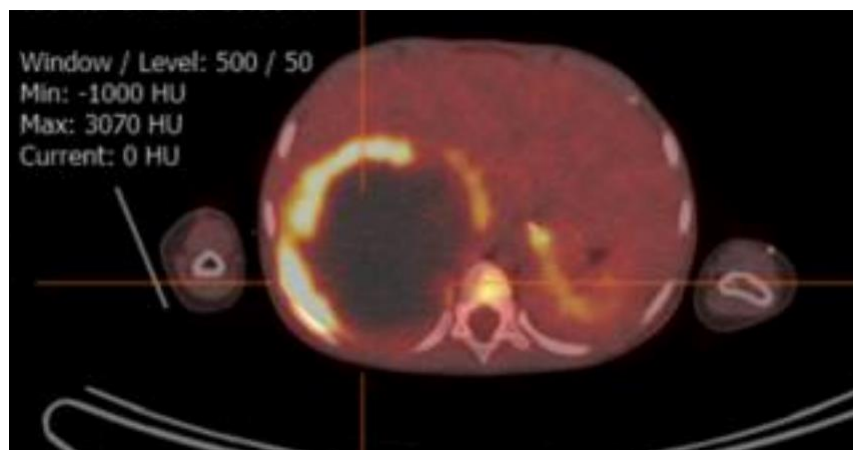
PET-TC con FDG del mismo paciente. Masa con halo hipermetabólico (SUV 4.7) y centro sin actividad que se corresponde con sangrado intratumoral. Adenopatías Mediales abdominales y activación de médula ósea (no se aprecian en la figura.)
